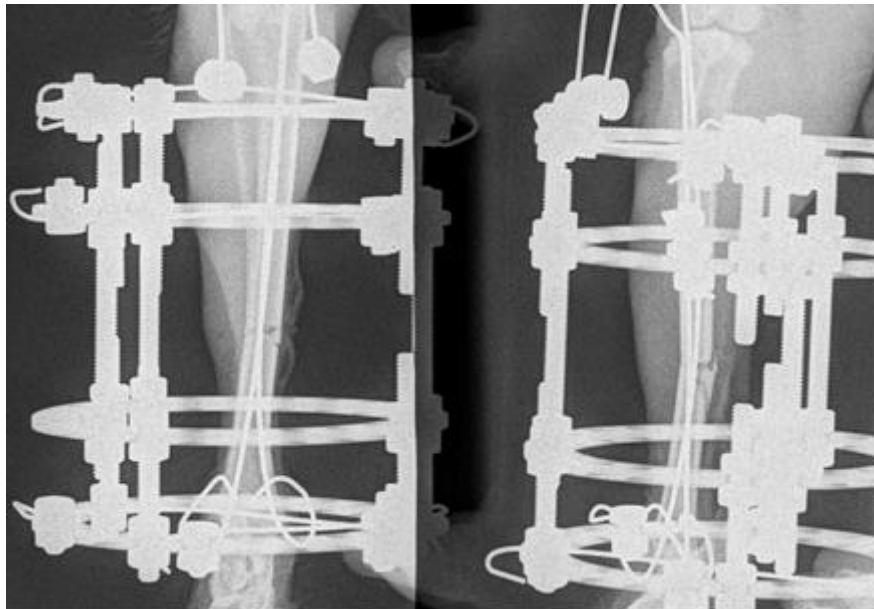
Послеоперационная рентгенография.
